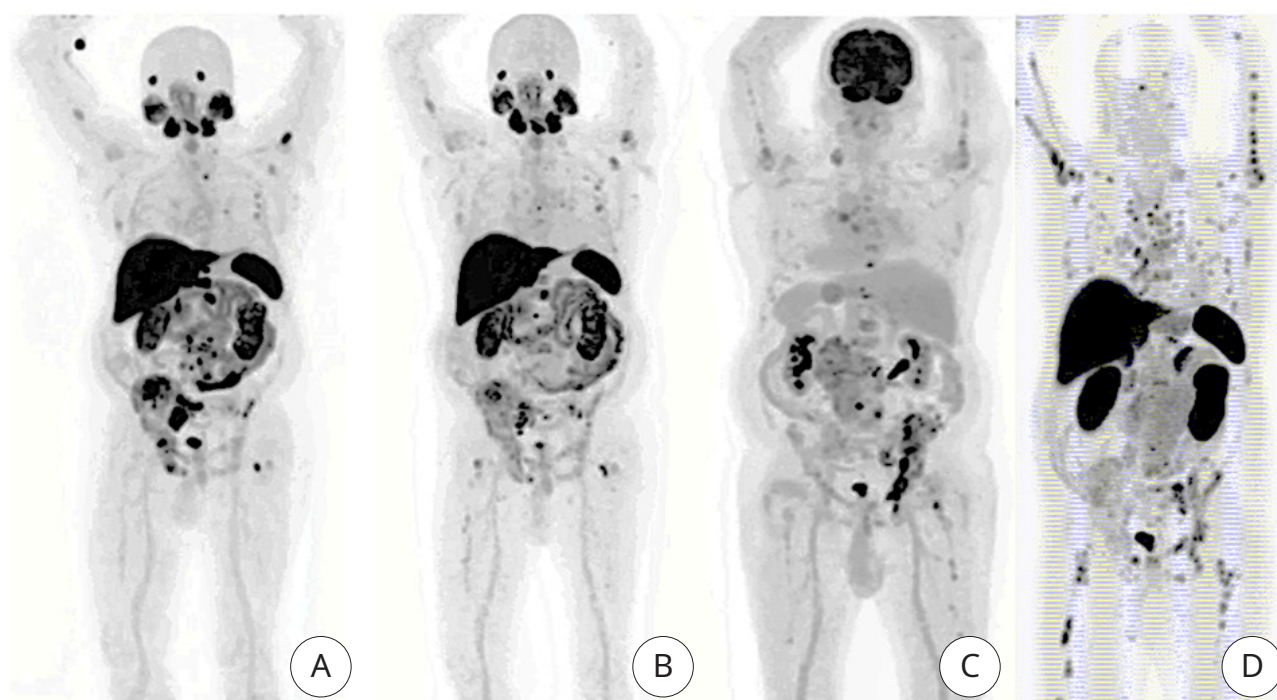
ПЭТ/КТ (MIP-реконструкция): А) с ^{18}F -PSMA-1007, 25.05.2023; В) с ^{18}F -PSMA-1007, 31.08.2023; С) с ^{18}F -ФДГ, 06.09.2023; D) с ^{68}Ga -DOTA-TATE, 22.09.2023
